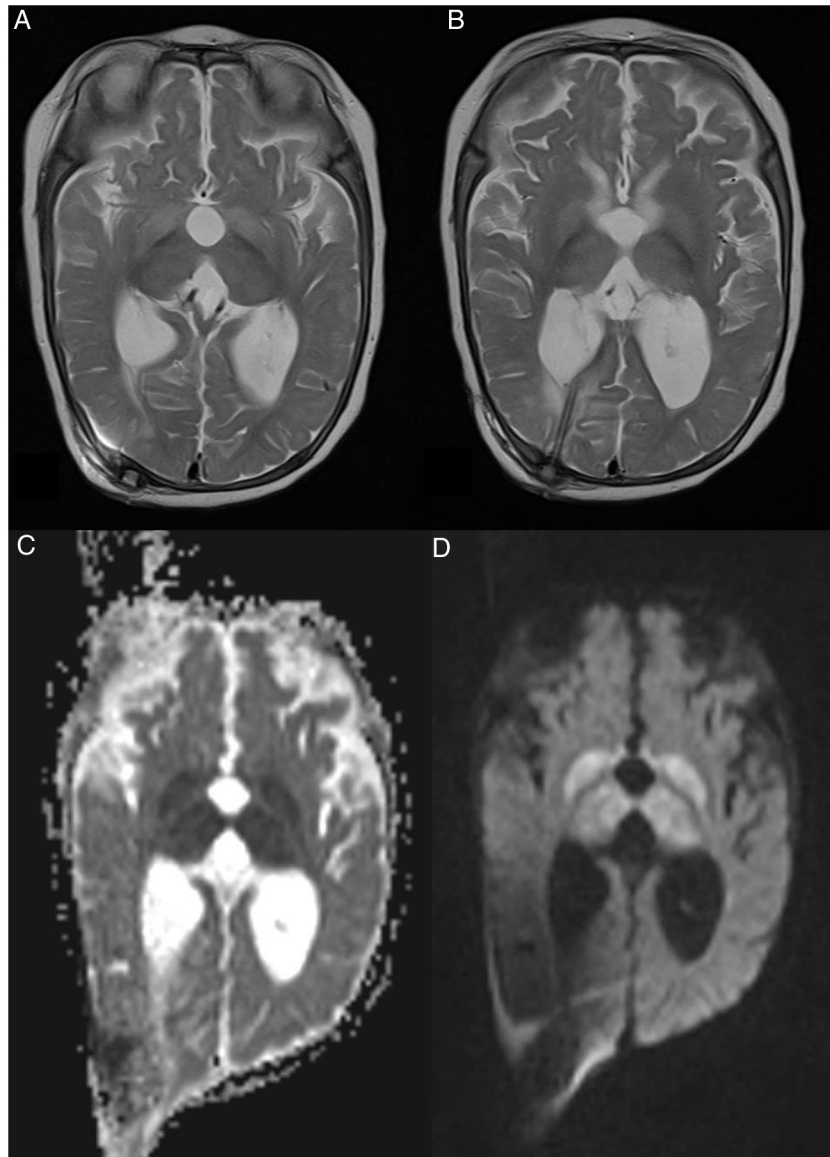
RM cerebral realizada a los 8 meses. A y B) Secuencia ponderada en T2 en la que se aprecia hiperintensidad bilateral de globos pálidos y tálamos. C) Mapa ADC que muestra restricción a la difusión de ambos globos pálidos y tálamos de forma simétrica. D) Imagen ponderada en difusión (DWI) en la que se observa hiperintensidad de globos pálidos y tálamos.
